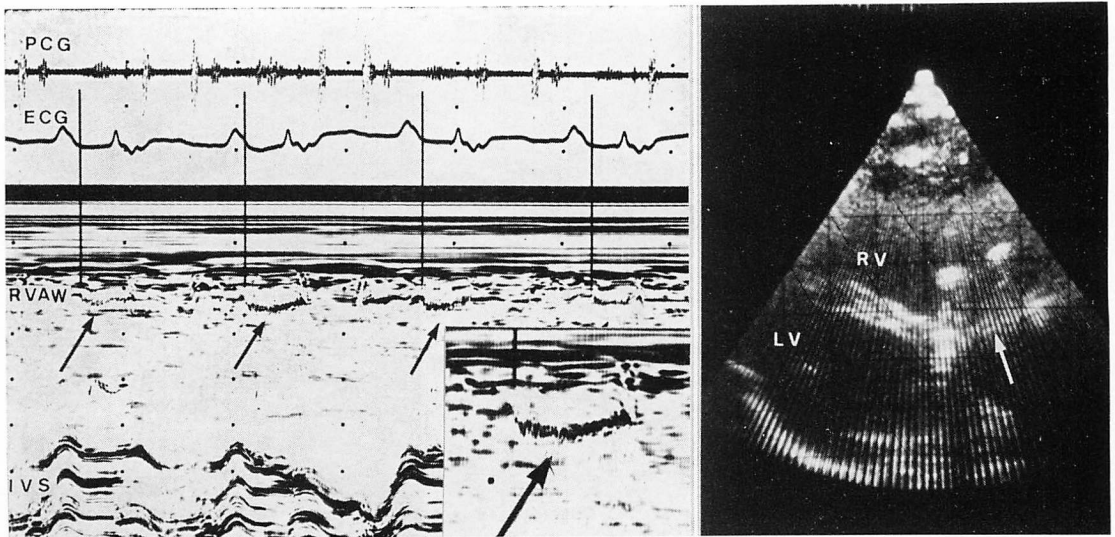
M-mode and two-dimensional echocardiograms in Case 16 (TVR, 16-year-old male). Diastolic fluttering is seen in the right ventricular anterior wall (left panel). The Hancock valve direction is facing to the right ventricular anterior wall (right panel). RV=right ventricle.
